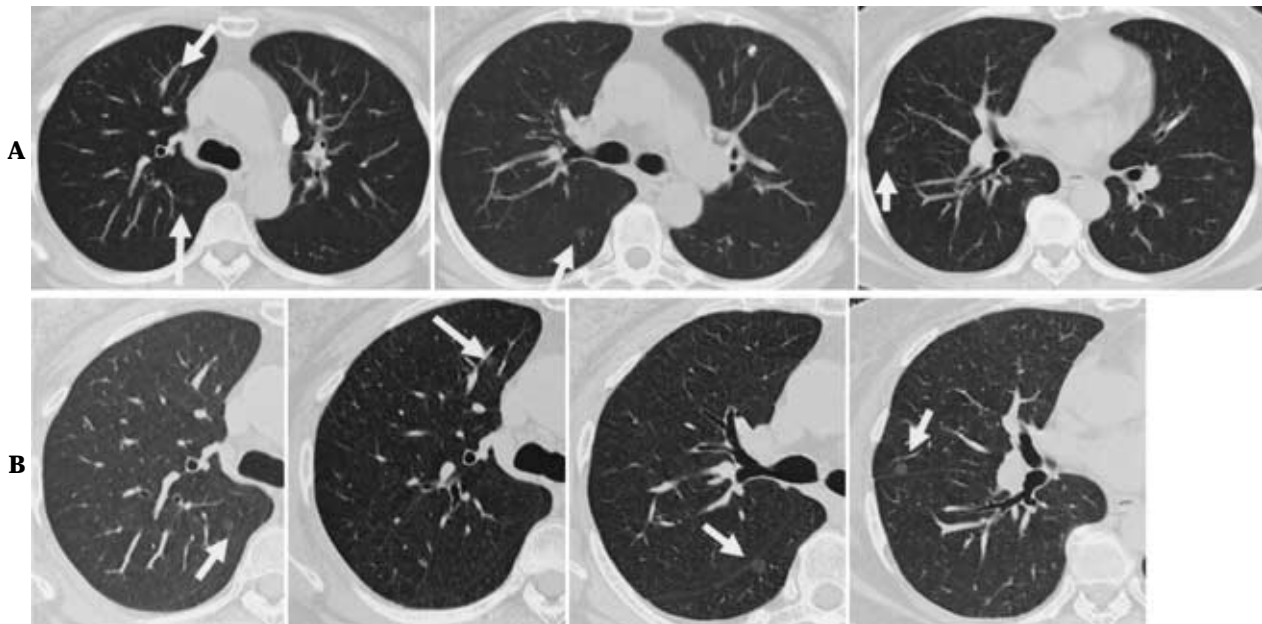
66-year-old woman with atypical adenomatous hyperplasias (AAHs) and adenocarcinomas (Noguchi's type A). A: Routine CT demonstrates multiple ground-glass attenuations (GGAs) in the right upper, middle and lower lobes (arrows). B: Thin-section CT reconstructed from the same raw data clearly shows multiple GGAs in the right upper, middle and lower lobes (arrows).
